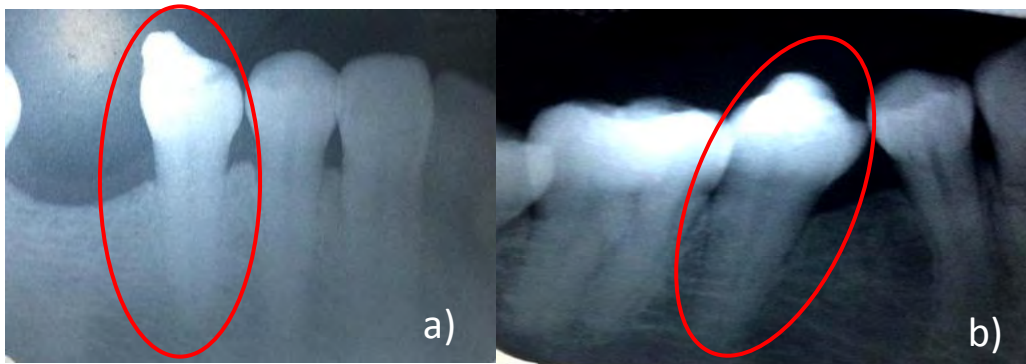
Radiografías periapicales, se observa en: a) Diente 35. Destrucción ósea horizontal en mesial de 3 mm y en distal de 2 mm a partir de la UAC. b) Diente 45. Destrucción ósea horizontal en mesial de 2 mm y en distal de 1 mm a partir de la UAC.
